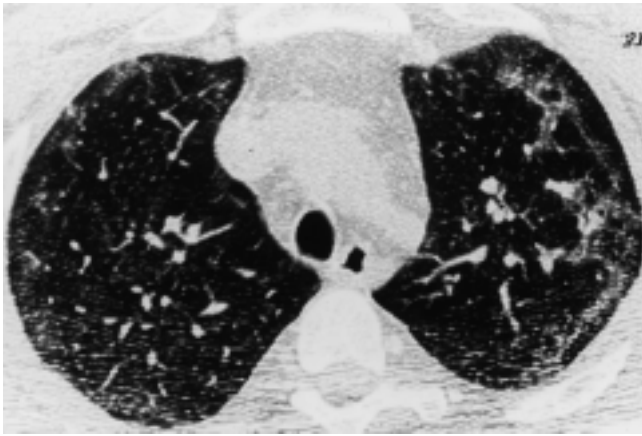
HR-CT bei RB-ILD. Herdförmig Milchglasverdichtungen und zentrilobuläre Knötchen.
